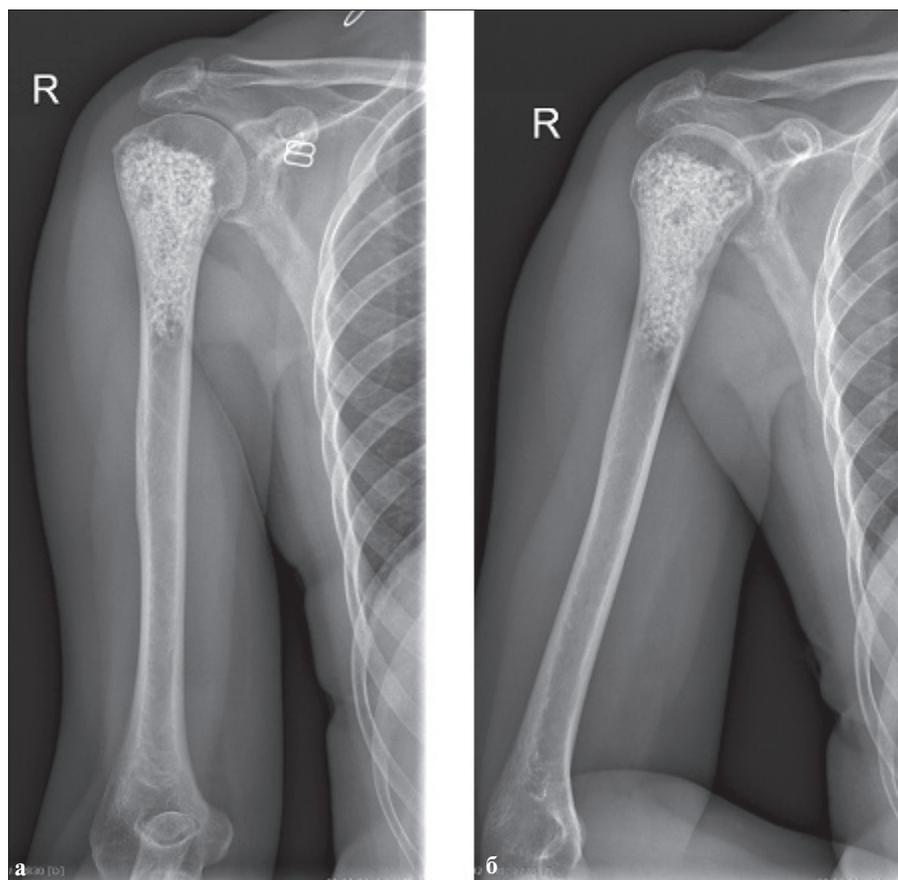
Рентгенограмма правой плечевой кости через 35 нед после операции: а) прямая проекция; б) боковая проекция
